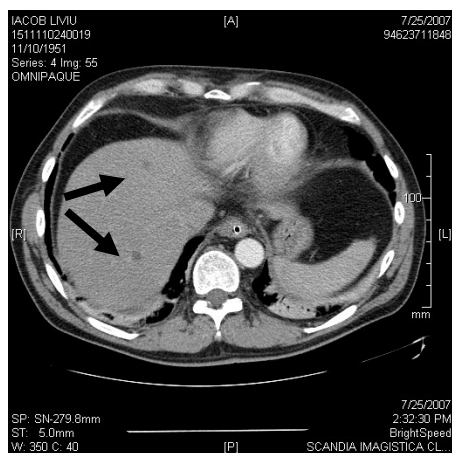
Aspectul CT al determinărilor septice hepatice
